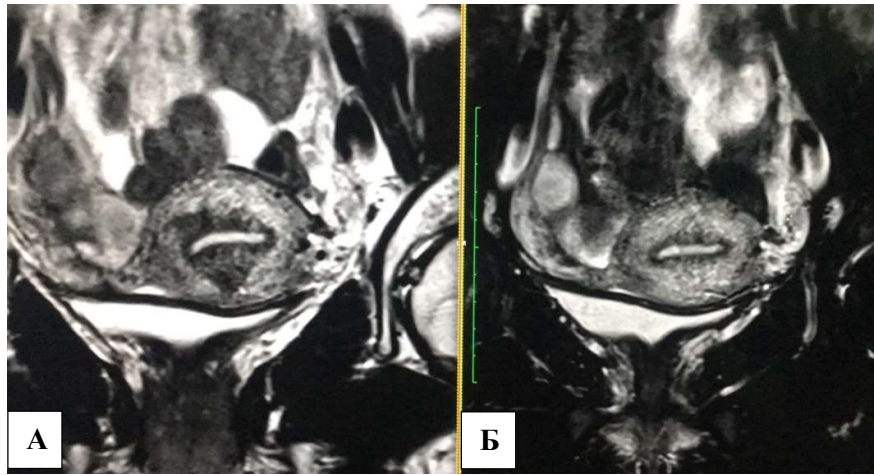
МР-томограммы, T2 ВИ. Локальные участки сокращения миометрия. А) корональная плоскость. Определяются участки локального расширения транзитного слоя с однородным сигналом; Б) корональная плоскость, повторное сканирование через 1,5 минуты.
